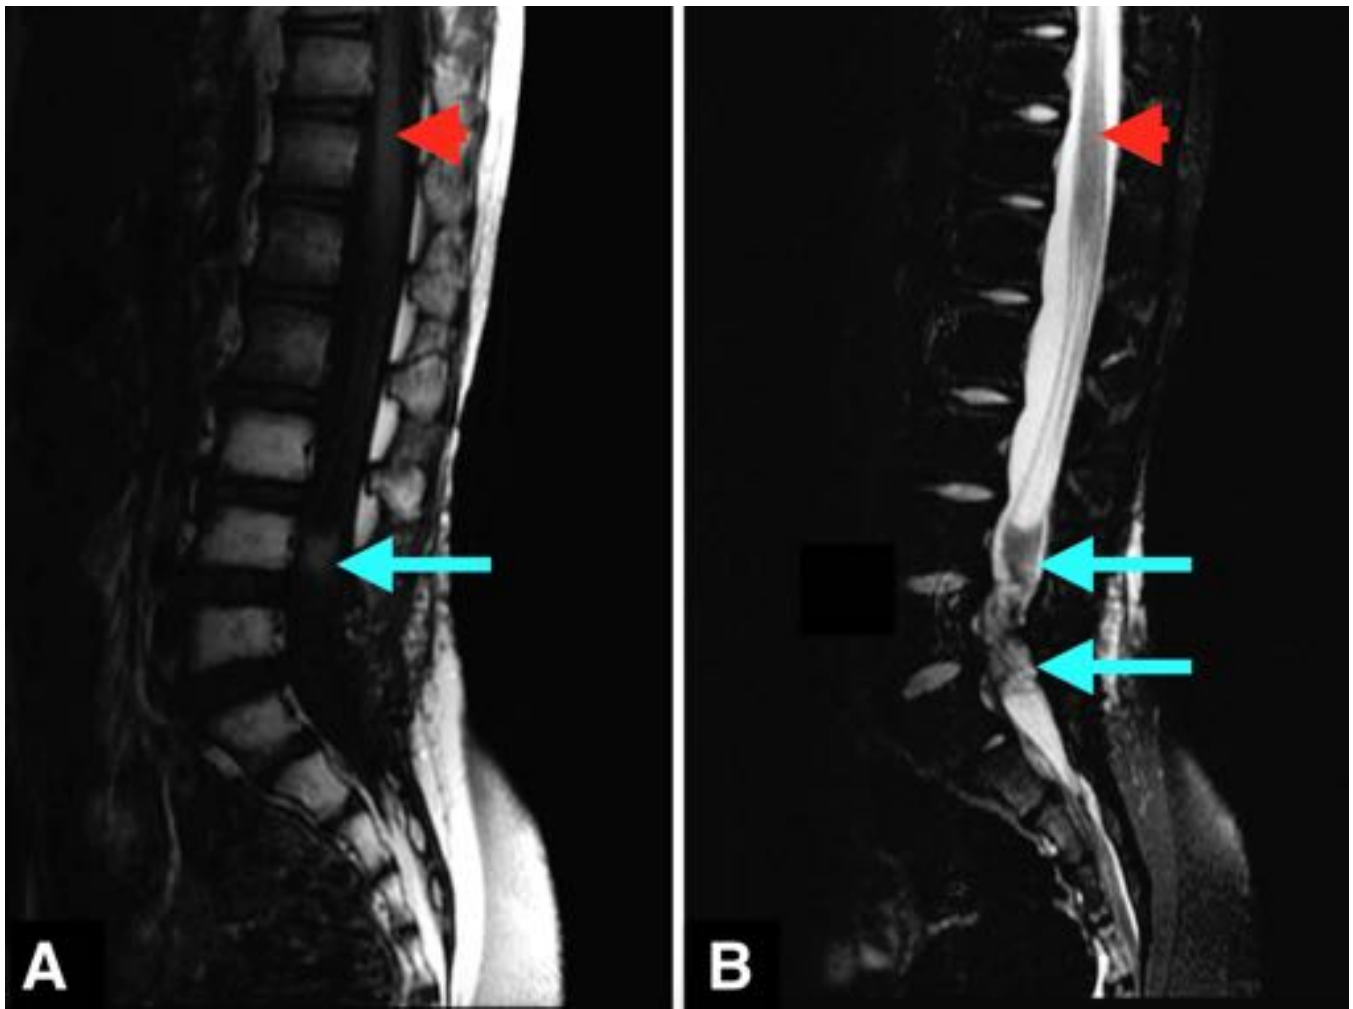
Ependimoma mixopapilar del filum terminal. Mujer de 42 años con historia de 18 meses de debilidad progresiva en las extremidades inferiores y parestesias. (A) Imagen de RM sagital T1 muestra una masa intradural (flecha azul) a nivel L3 ligeramente hiperintensa respecto a la médula espinal (punta de flecha). (B) Imagen de RM sagital T2 revela una masa de señal heterogénea de L3 a L5 (flechas azules).
